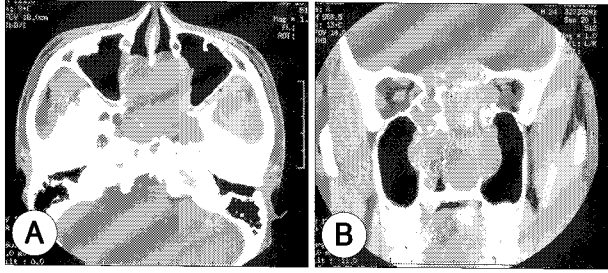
Preoperative PNS CT scans. A : Axial scan shows huge, hypodense mass involving both nasal cavities and medial sides of maxillary sinus. B : Coronal scan shows tumor eroding septum, ethmoid sinuses, and base of skull. Note spotty, ring-like calcifications inside mass.
